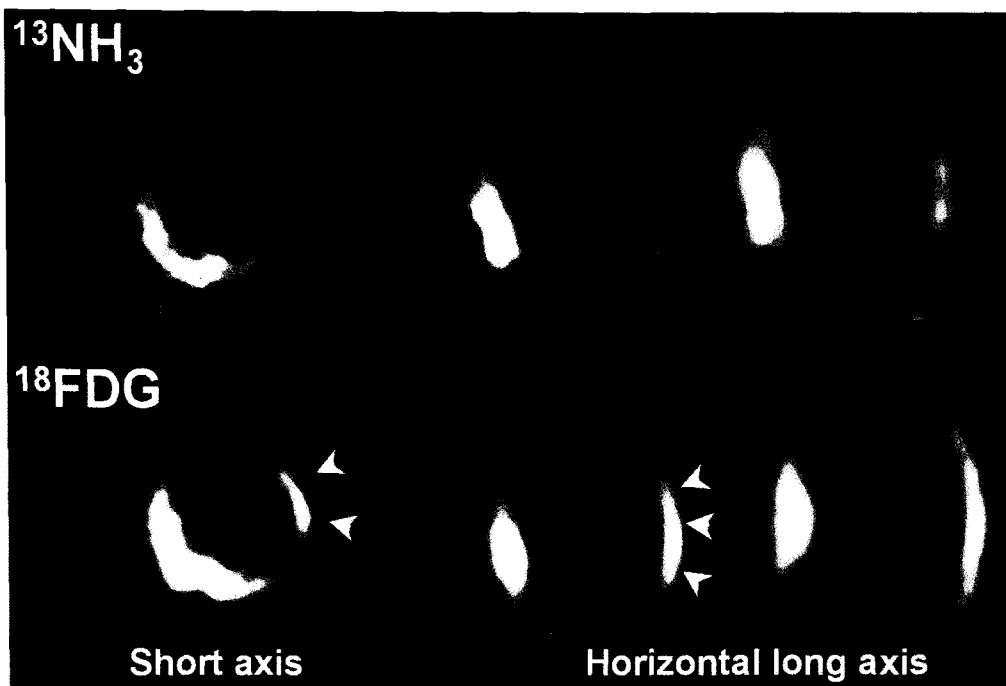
N-13-Ammonia and F-18-FDG PET scan. N-13-Ammonia PET scan shows perfusion defects in the apical anterior and anterolateral wall (upper row). In F-18-FDG PET scan, glucose metabolism in these areas are preserved in the lateral wall (lower row). It means that these segments are possibly viable myocardium after coronary bypass surgery.
